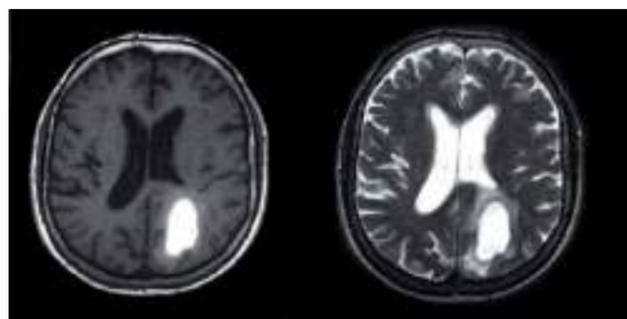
Hematoma intracerebral. RMN en secuencia T1 y T2
